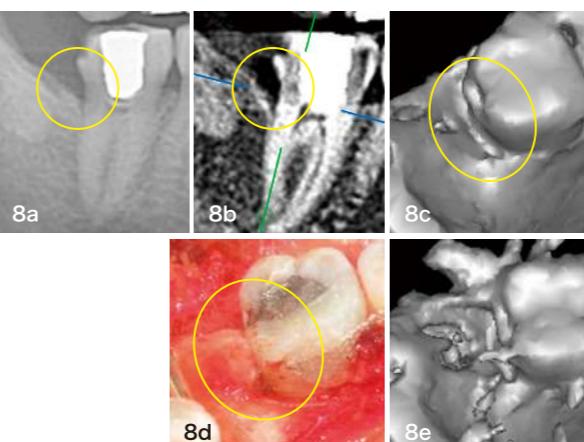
7遠心の3壁性の骨欠損。パノラマ(a)では理解しにくい患者もCT画像による説明で納得(b,c)。d:実際の口腔内。e:通常の再構成の3D画像。骨欠損上に金属アーティファクトが飛んでおり、患者説明には適さない。
